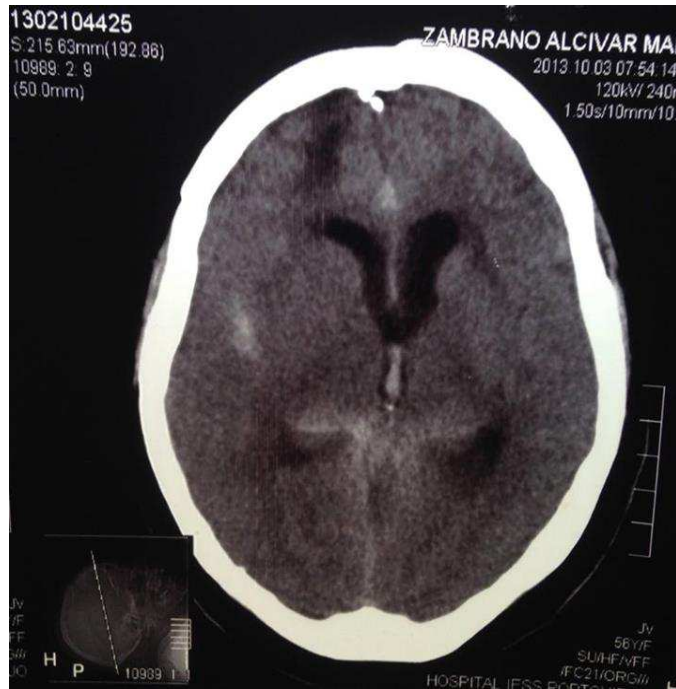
Tomografía computarizada de cerebro sin contraste corte axial.
